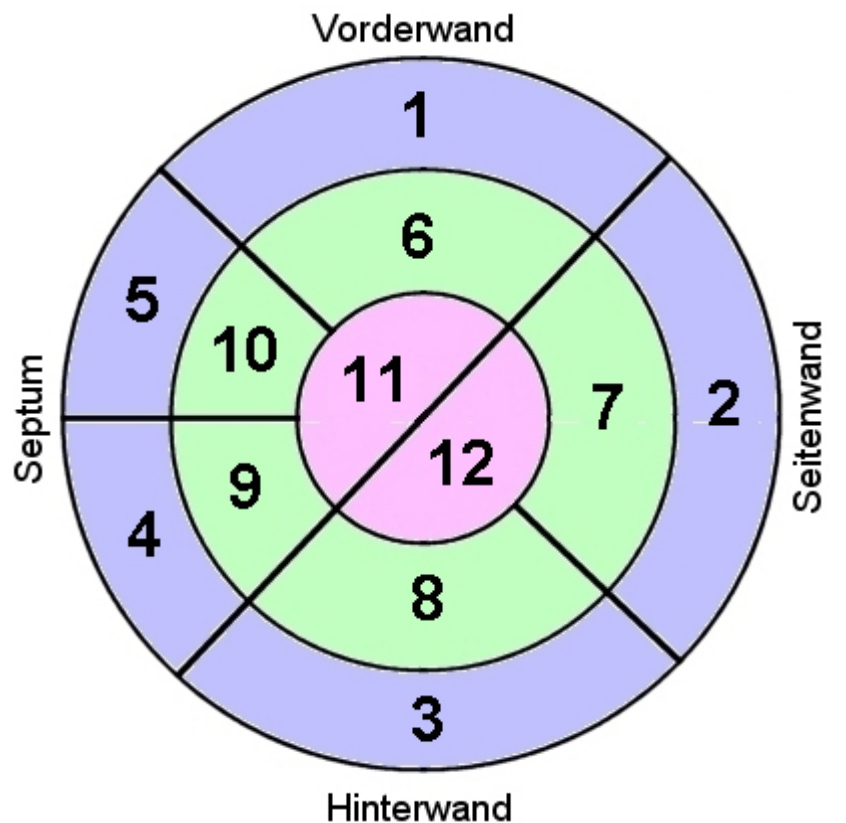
Segmenteinteilung in der MRT analog der Einteilung in der Echokardiographie: 1 Vorderwand-Basis, 2 Seitenwand-Basis, 3 Hinterwand-Basis, 4+5 Septum-Basis, 6 Vorderwand-Mitte, 7 Seitenwand-Mitte, 8 Hinterwand-Mitte, 9+10 Septum-Mitte, 11+12 Apex
